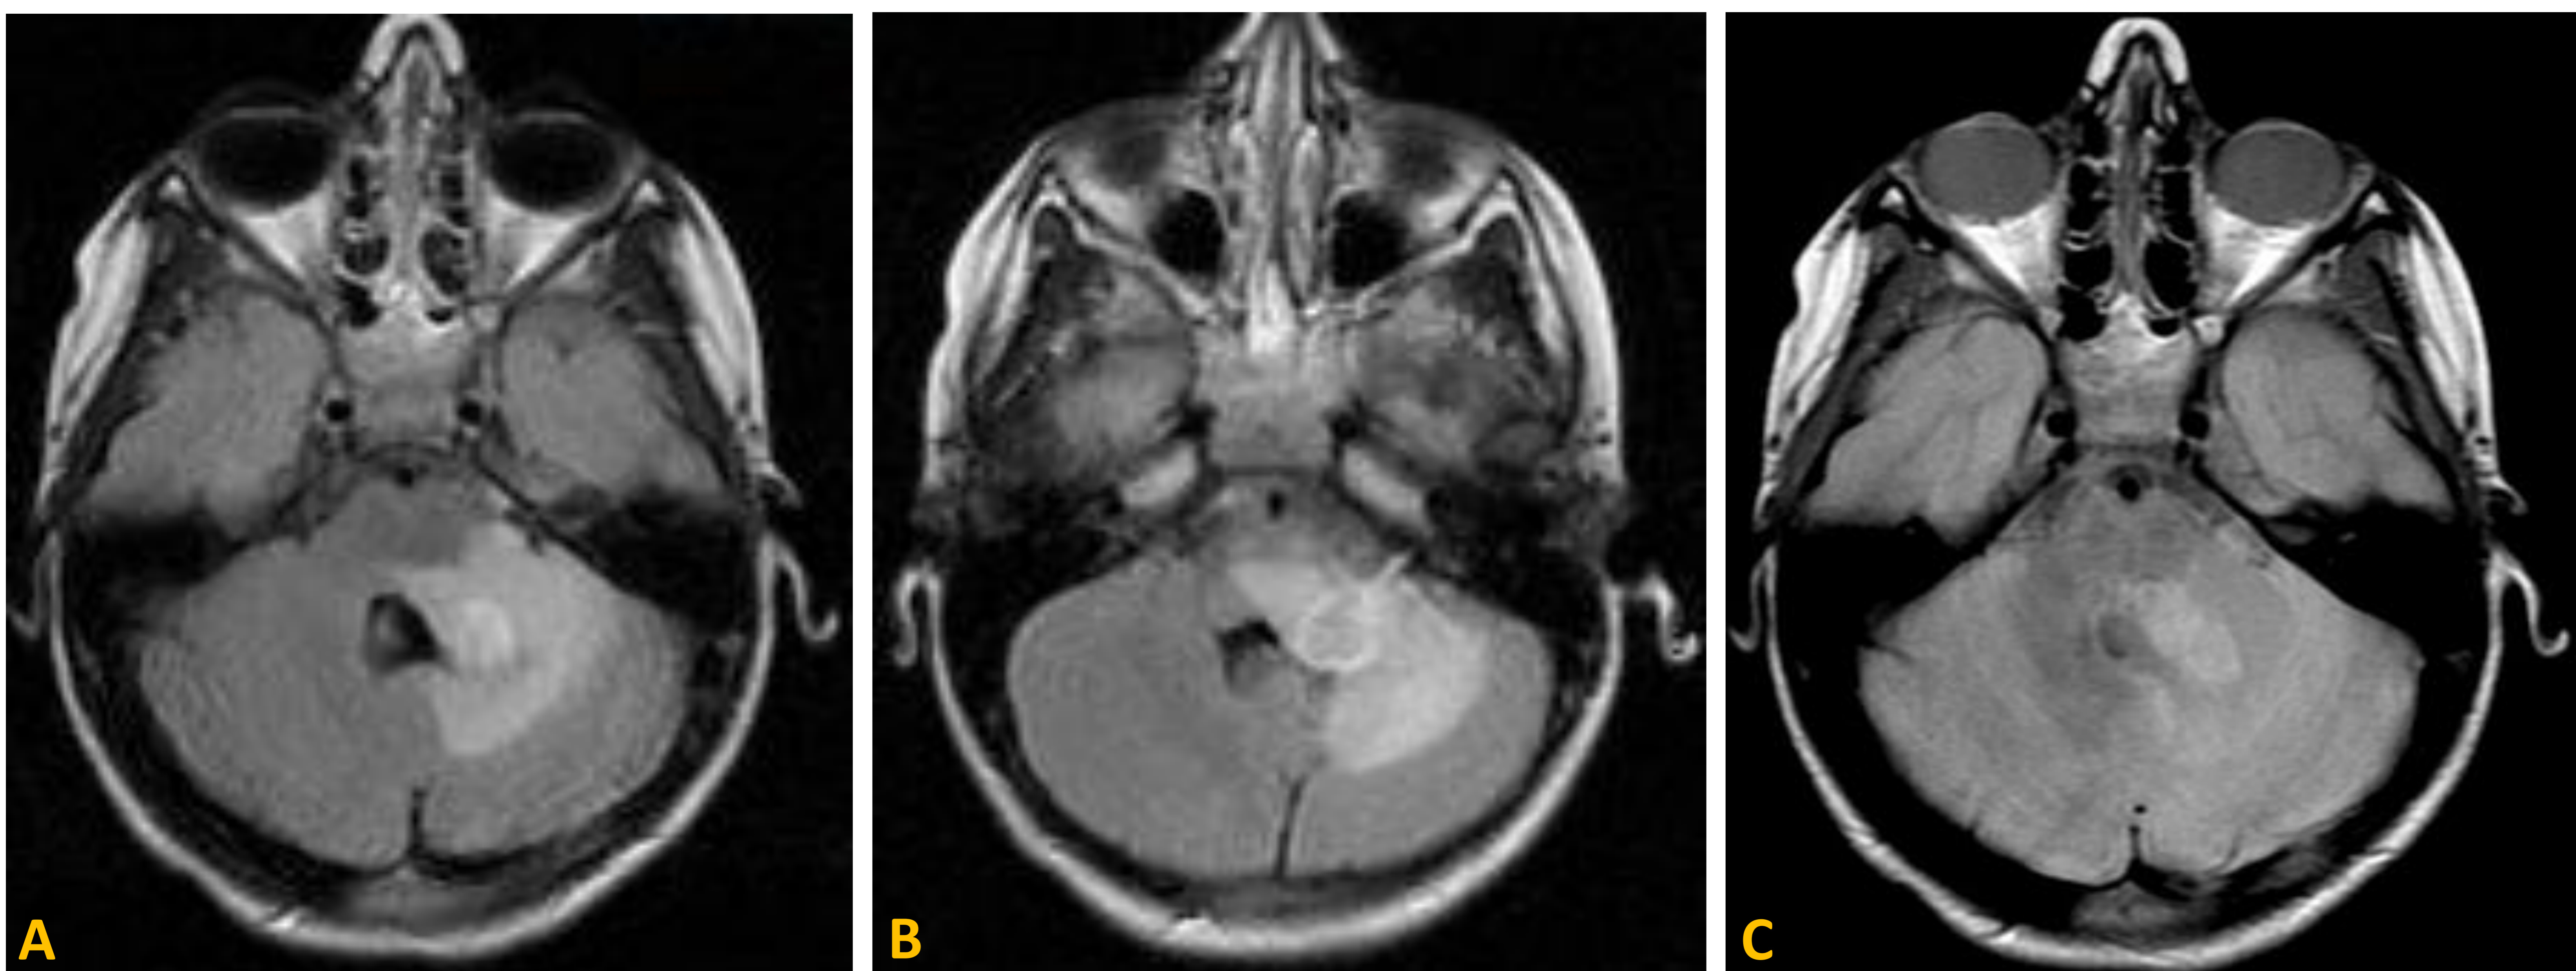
Secuencias en plano axial FLAIR (A y B) y DP (C). Lesión exofítica que implica la parte más posterior e izquierda del mesencéfalo, la protuberancia y el bulbo raquídeo, y que se extiende por el pedúnculo cerebeloso izquierdo hacia el hemisferio cerebeloso ipsilateral. No provoca hidrocefalia supratentorial. Muestra hiperintensidad de señal en secuencias potenciadas en T2-FLAIR y DP.
